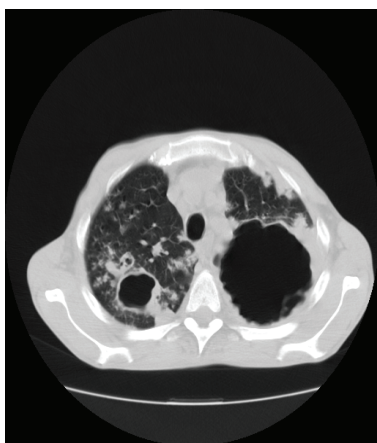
Комп'ютерна томографія легень пацієнта Т. до початку лікування.
